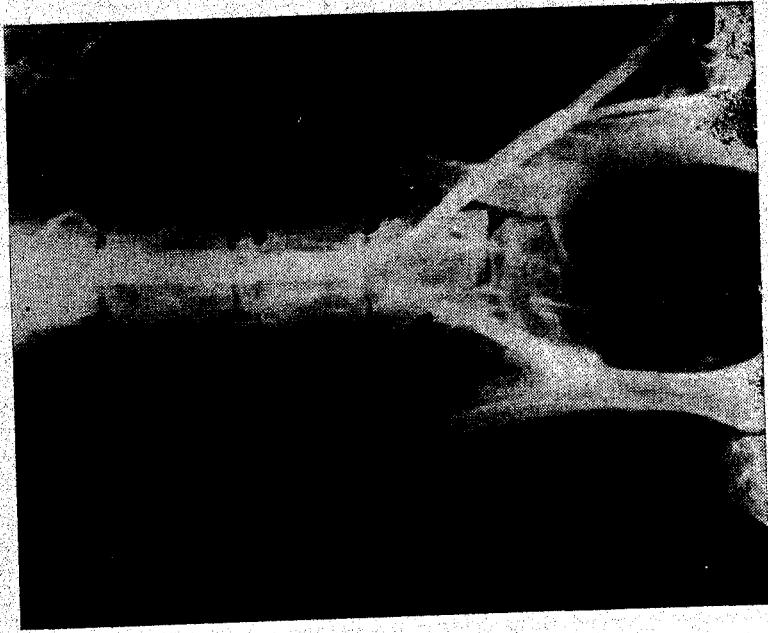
Angoradiografia mbas ngordhjes 55 dit mbas transplantimit të bifurkacionit aortës abdominale.
